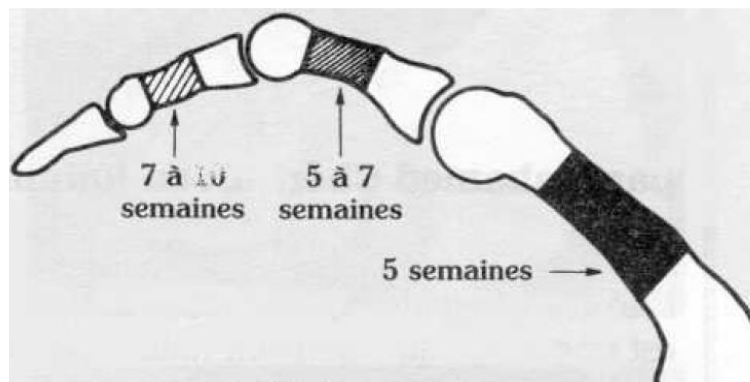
Les délais de consolidation radiographique des fractures des doigts et des métacarpiens [Oberlin, 1984]
